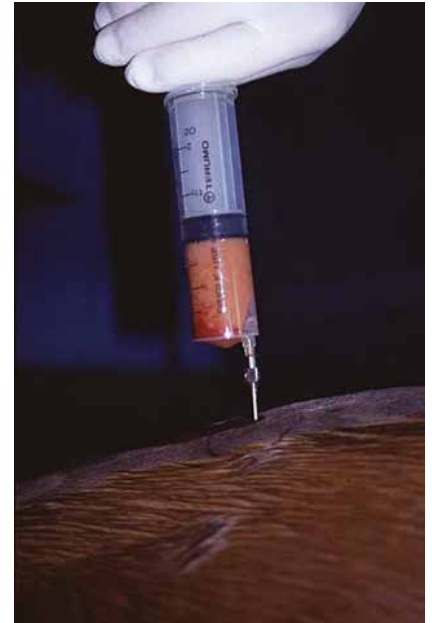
Mionecrosis clostridial. Se toma un aspirado con aguja desde un sitio dentro del músculo en el que la ecografía haya detectado gas.
